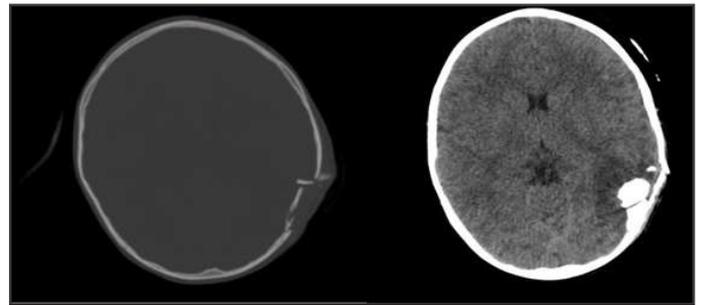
Coupe axiale TDM d'un enfant de 5 ans victime d'une chute d'un arbre montrant une fracture enjambée pariétale gauche associée à un hématome.
